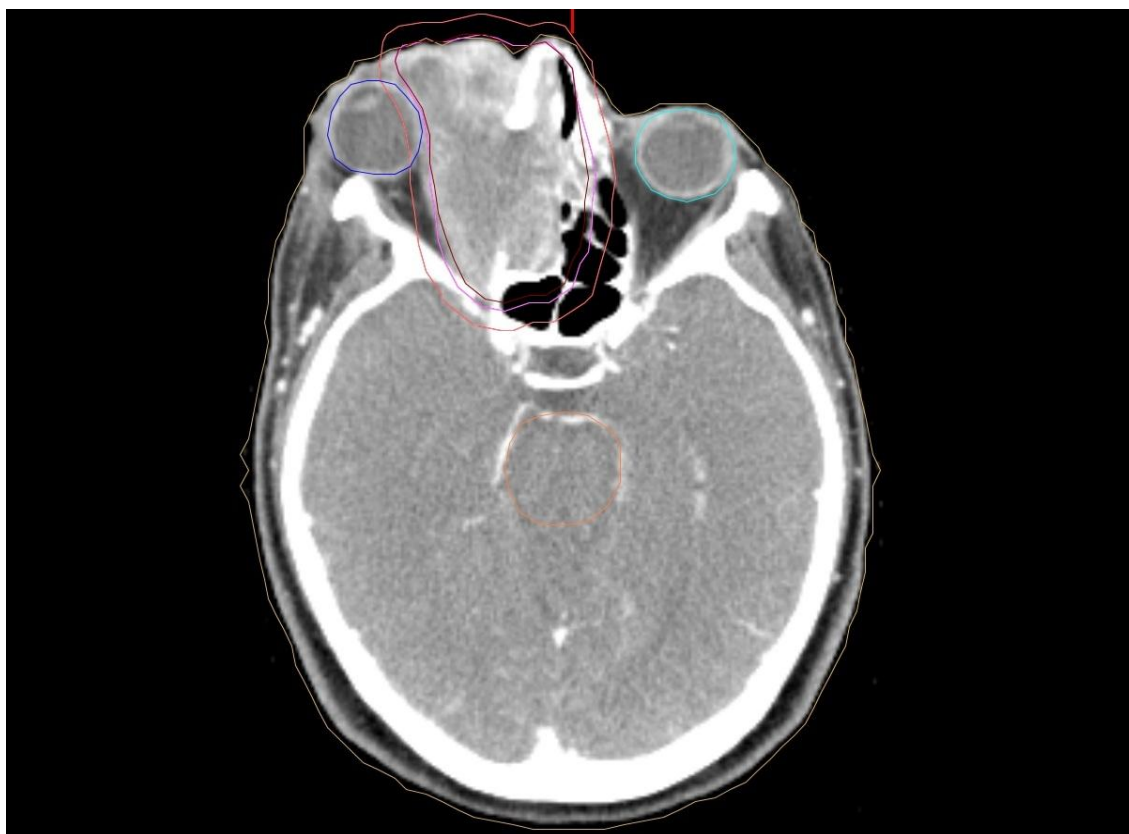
Infiltrovaná oblast - PET/CT s ^{18}F - FLT, axiální řez (tumor vycházející z etmoidálních sklípků s infiltrací do okolních struktur). Zdroj: FN Plzeň.
